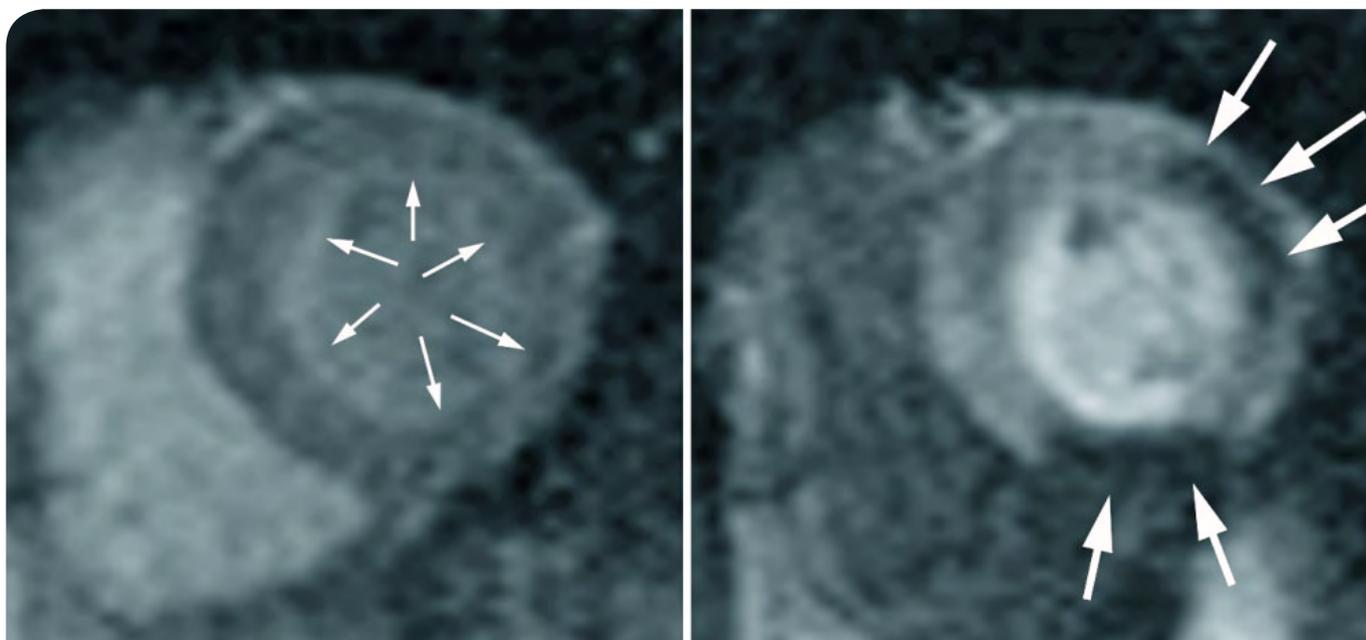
Untersuchung des Herzens mittels Stress-MRT. Im linken Bild zeigt sich eine normale Kontrastmittelanreicherung im Herzmuskel der linken Herzkammer, der auf diesem Schnittbild als ringförmige Struktur zu erkennen ist (Pfeile). Im rechten Bild: Untersuchung eines Patienten mit Engstellen in zwei Herzkranzgefäßen (Circumflexarterie und rechte Herzkranzarterie). In den von diesen Gefäßen versorgten Anteilen des Herzmuskels der linken Herzkammer findet sich eine geringere Anreicherung von MRT-Kontrastmittel, sie bleiben schwarz (Pfeile), während die normal durchbluteten Anteile hellgrau sind.
